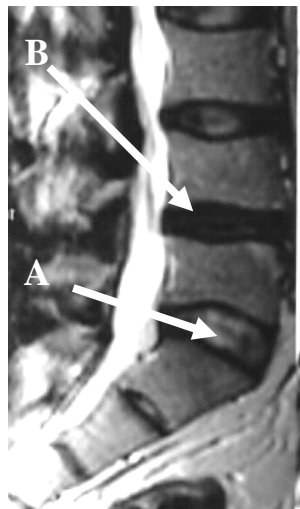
Ressonância magnética mostrando o disco de L5-S1 normalmente hidratado (A), e o de L4-L5 com alteração de sinal por desidratação e eventual degenerescência (B)
